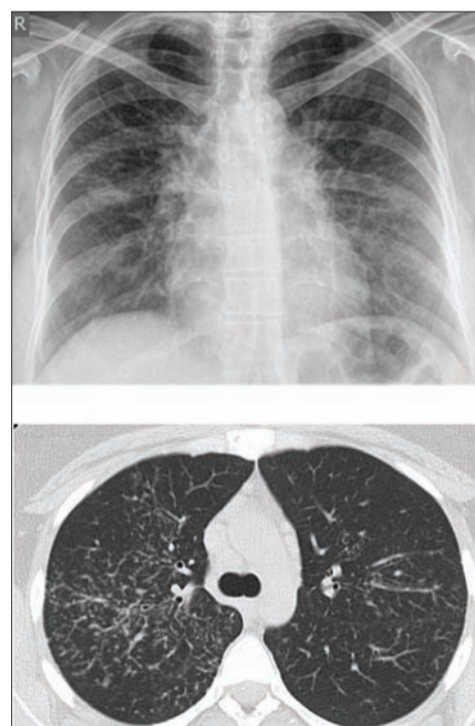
Саркоидоз органов дыхания III стадии (РГ и МСКТ)
